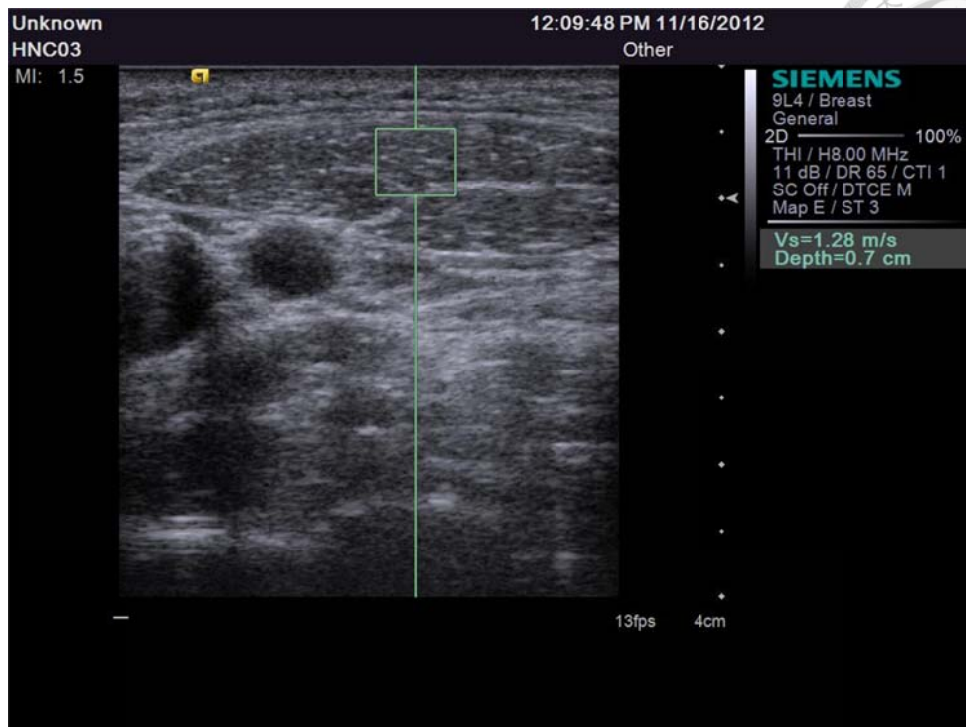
超音波影像圖範例。患者 3 號在左側脖子腫瘤附近肌肉經放射性治療完成後，利用 Siemens Acuson S2000 US System 的探頭掃描後，經儀器主機後處理後顯示在螢幕並輸出至檔案的超音波 B 型影像，包含儀器開發商商標、各超音波影像參數(例如增益、聚焦位置、時間補償、頻率...等)、圈選標示距離(影像中的「\*」字圖形，此範例圖中未含)、參考尺(參數左側與影像做區隔的白色點，為直列的形式，每兩點的間格為實際上的 0.5 公分距離)、剪力波速度(Shear wave velocity,  $V_s$ )、深度(Depth)...等。
